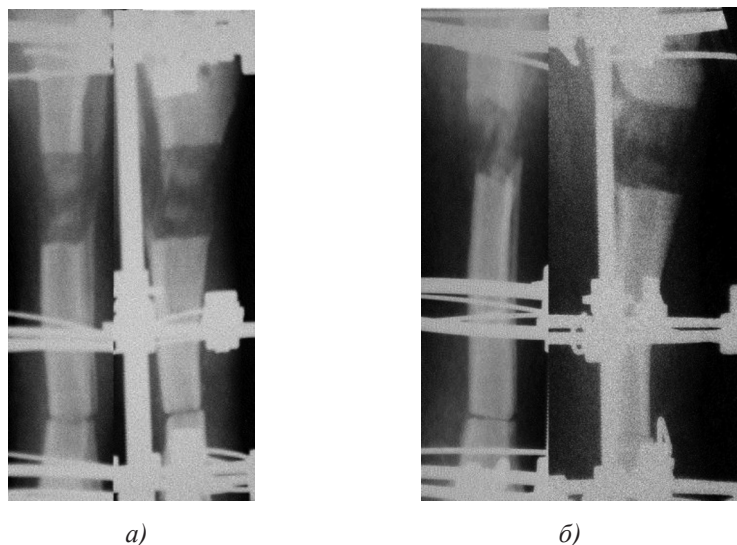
Фрагменты рентгенограмм: а – через 30 суток дистракции; б – опытная группа через 45 суток фиксации; в – контрольная группа через 45 суток дистракции
